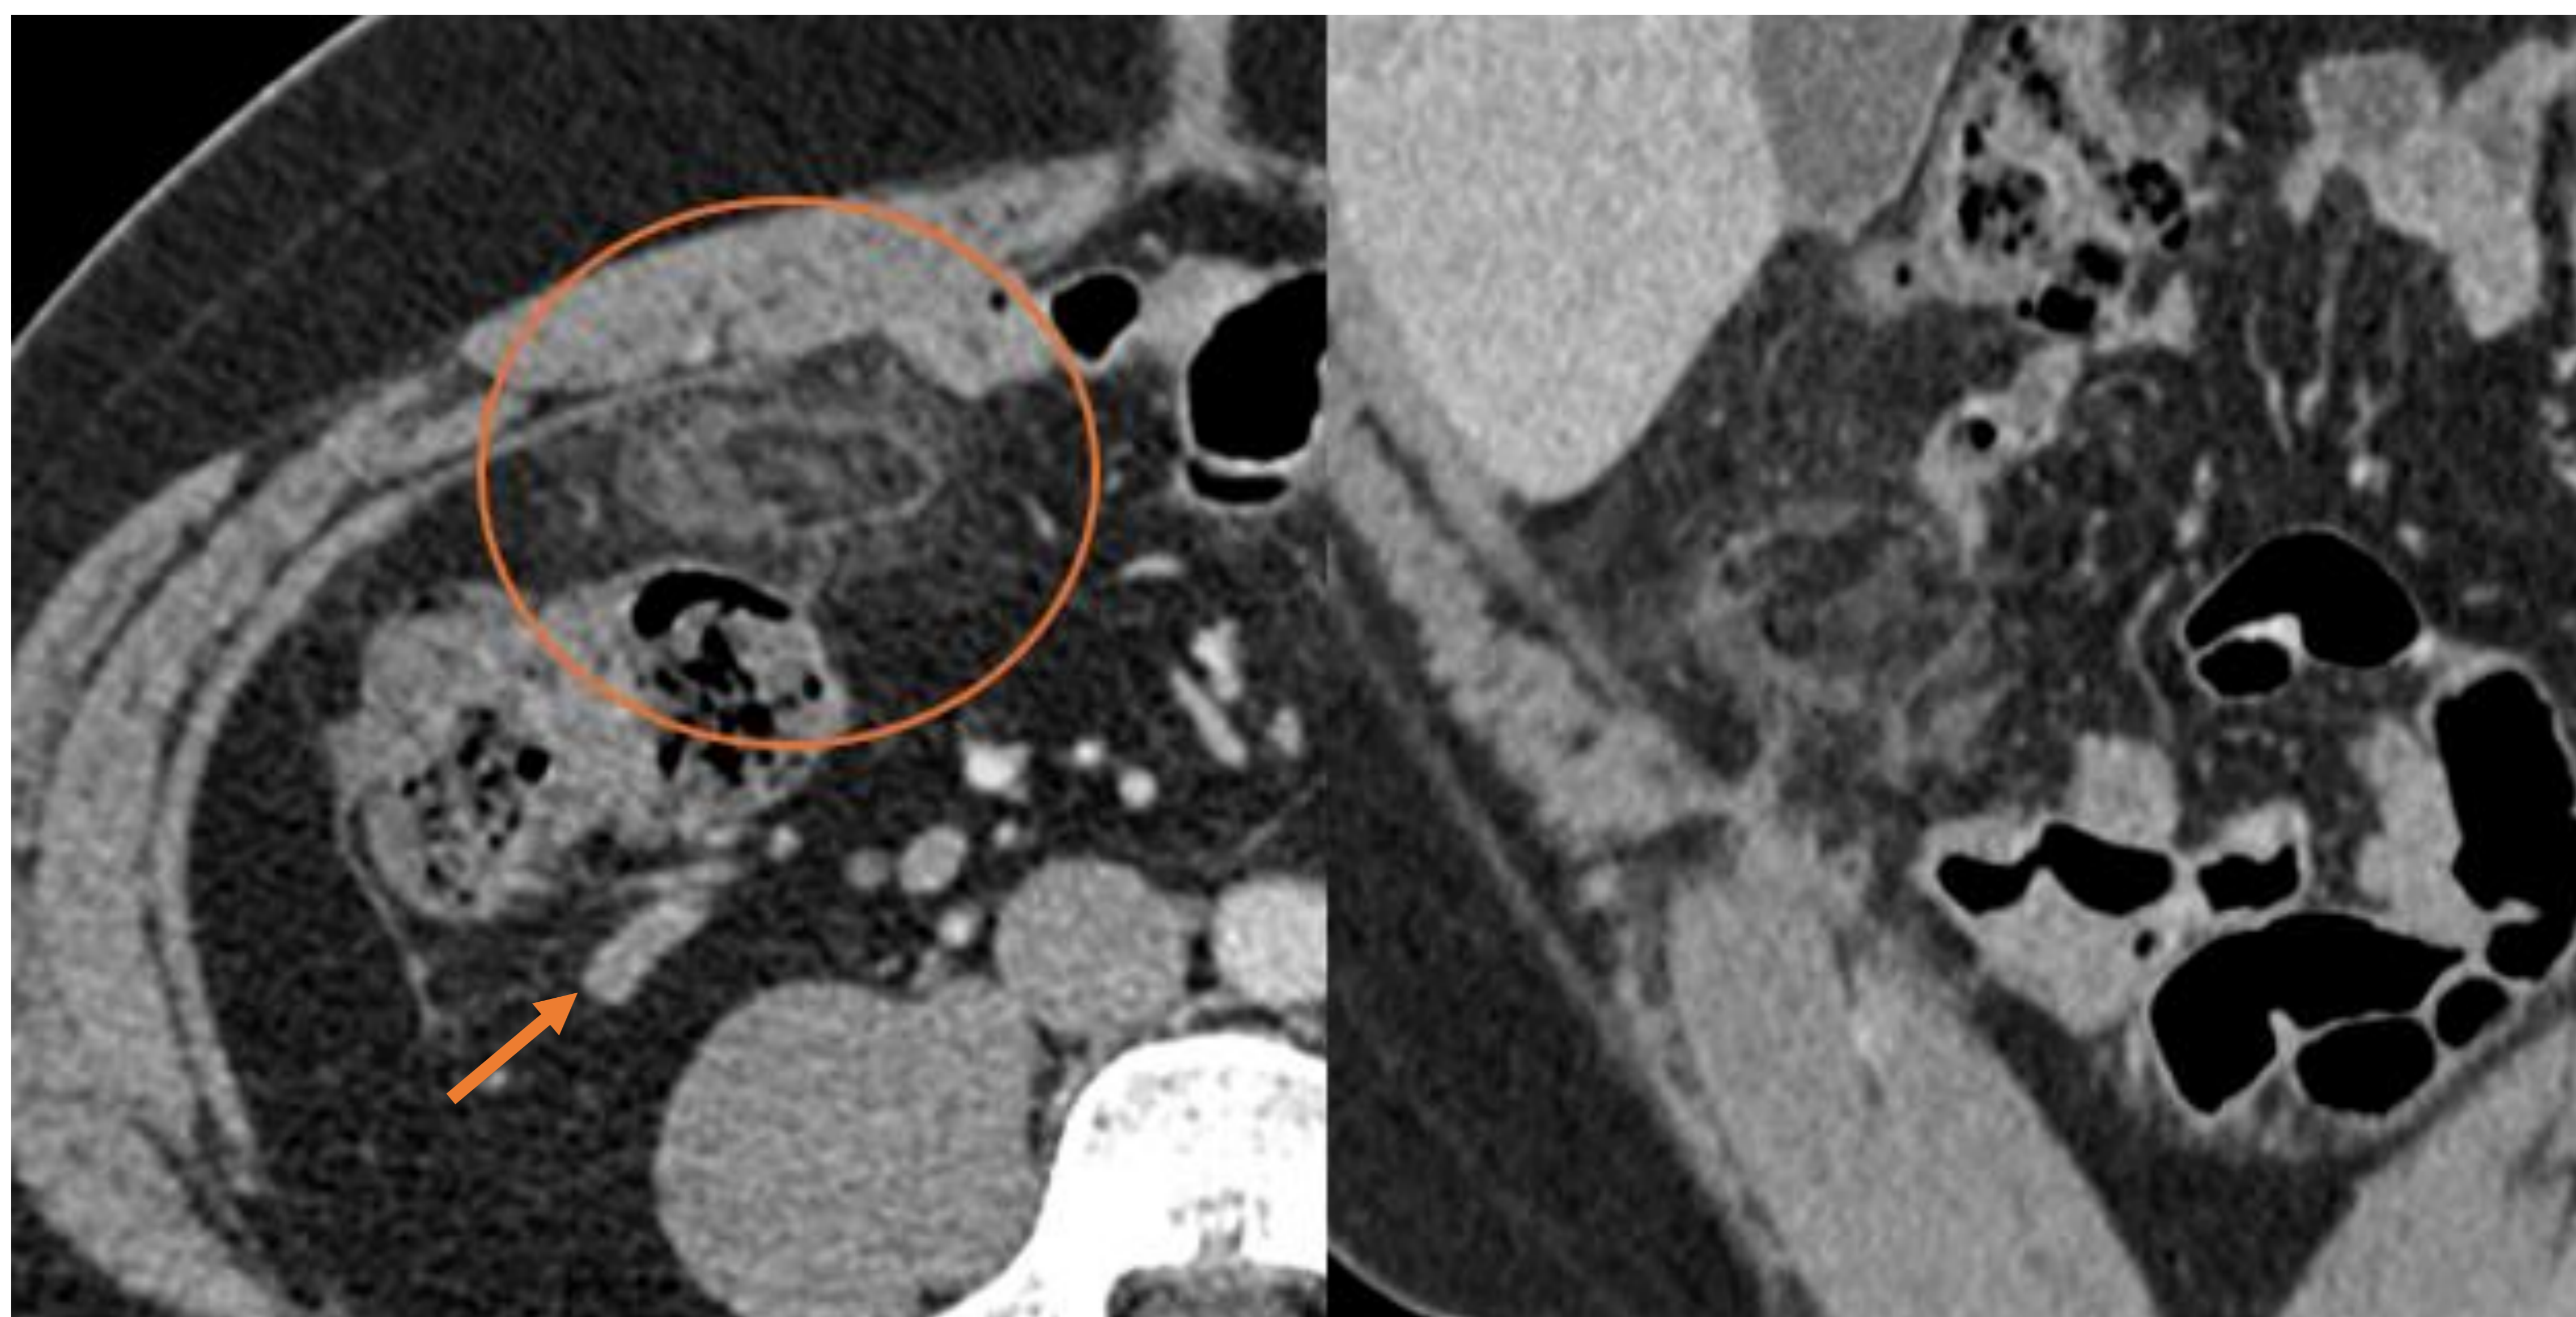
Corte axial y coronal de TC abdominopélvico con contraste IV: Lesión de densidad grasa, con anillo periférico hiperdenso, localizada en el borde antimesentérico del colon ascendente en el cuadrante inferior derecho (círculo). Asocia leve estriación de la grasa adyacente. Apéndice cecal de calibre y estructura conservada (flecha). Hallazgos compatibles con apendagitis epiploica.
